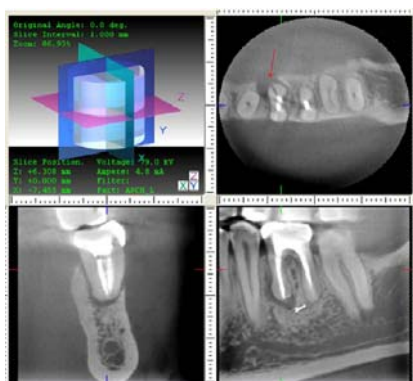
Imágenes obtenidas de la Tomografía Volumétrica 3D (Cone Beam). La flecha indica fractura (Bernardes y cols., 2009)
